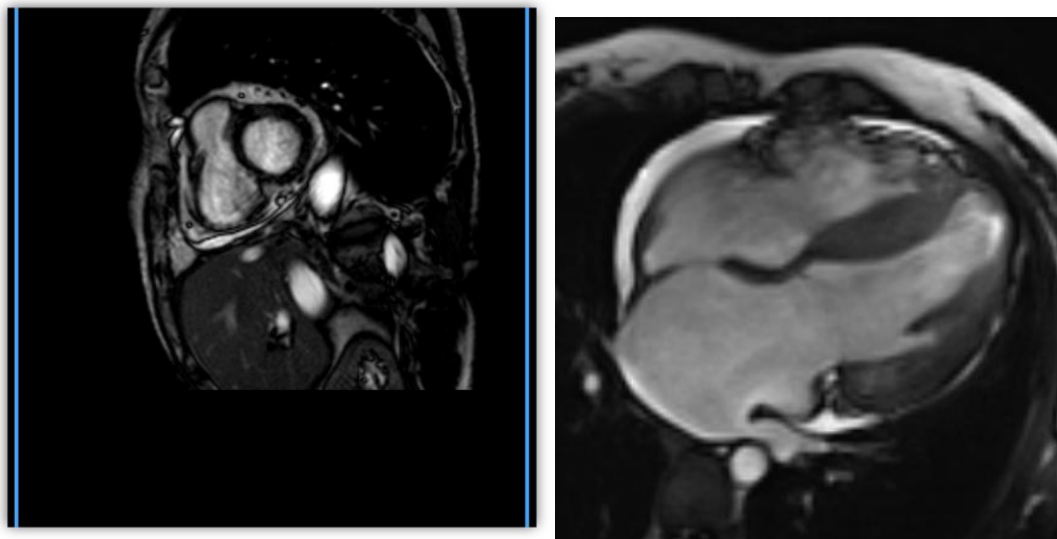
Кардио-МРТ пациента К., 67 лет, с ишемической рестриктивной кардиомиопатией. На изображении с поздним усилением гадолинием определяется трансмуральное фиброзное поражение в субэндокардиальном слое левого желудочка, локализованное в зоне васкуляризации одной коронарной артерии (стрелка). Такие изменения характерны для ишемической рестриктивной кардиомиопатии, сопровождающейся прогрессирующим снижением диастолической функции на фоне сохранённой систолической активности.
